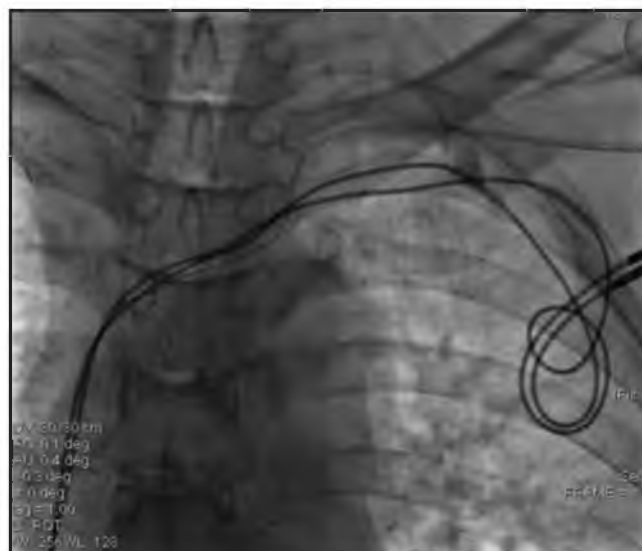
Фоторентгенограмма грудной клетки пациента А., 74 г. Выполнена механическая проводниковая реканализация подключичной вены. Проводник проведен через зону окклюзии в верхнюю полую вену.
